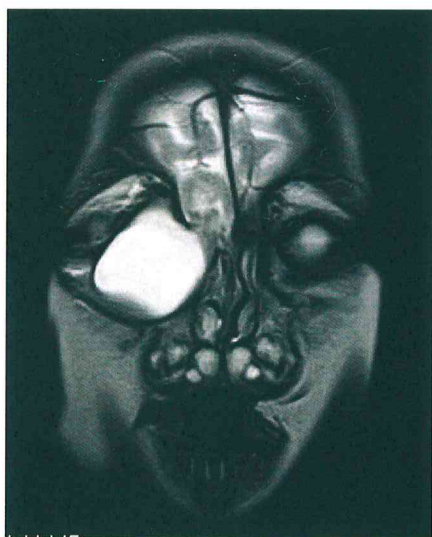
МРТ пациента К. с назо-орбитальным типом фронто-этмоидального энцефалоцеле. Содержимое передней черепной ямки через костный грыжевой канал распространяется в полость правой глазницы.
